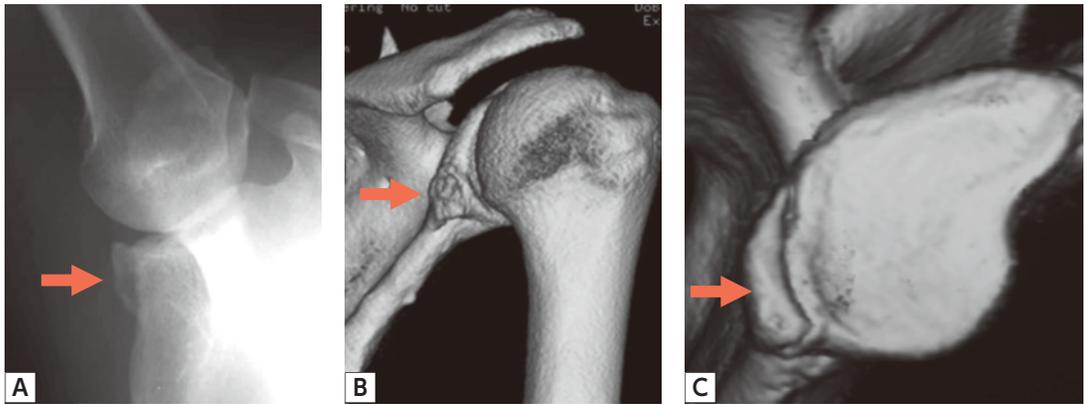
Bennett病変(矢印)のX線像・3D-CT像
